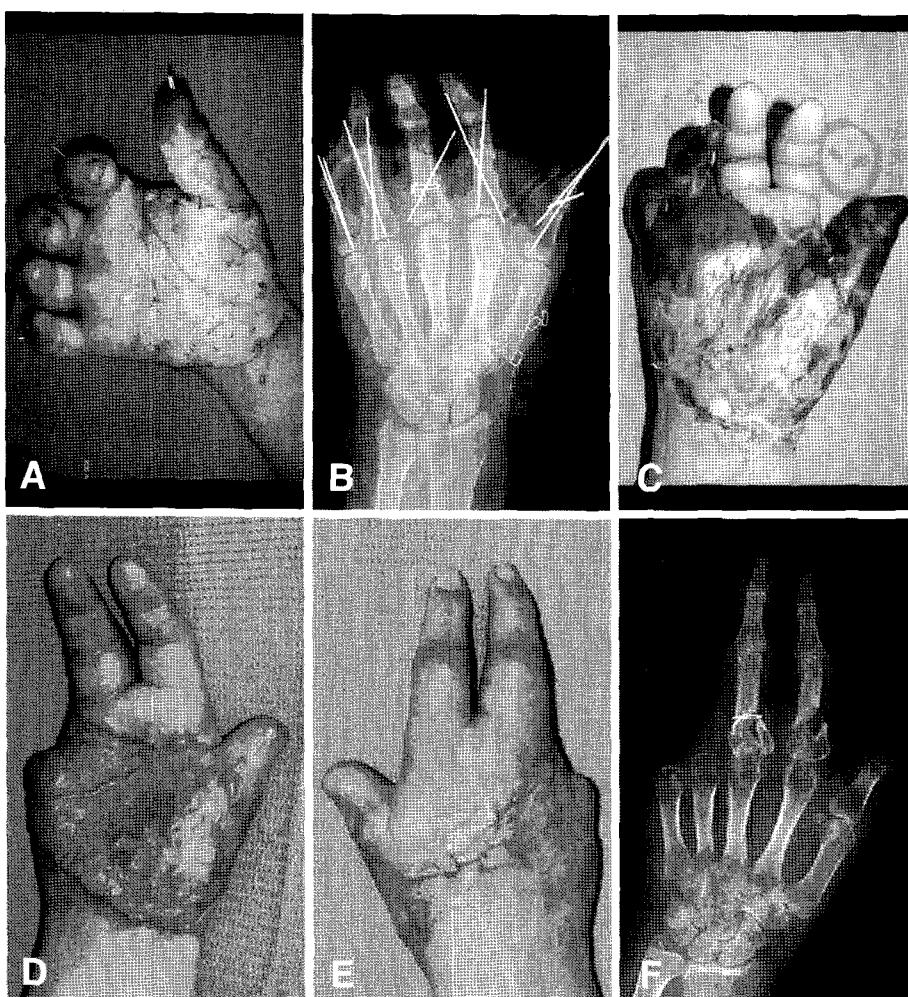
(A) Postoperative three days later, the right thumb and small finger showed purple discoloration after open reduction and internal fixation in avulsion flap injury. (B) Radiography of the right hand. (C) Even though revascularization was performed by common digital arteries repair, thumb, ring and small fingers necrosed completely. (D, E) and (F) Postoperative views and X-ray.
